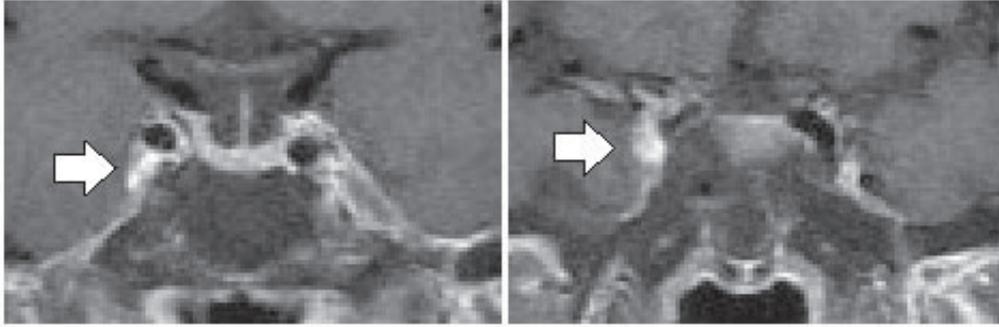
第8病日の頭部造影MRI (T1 IDEAL)
